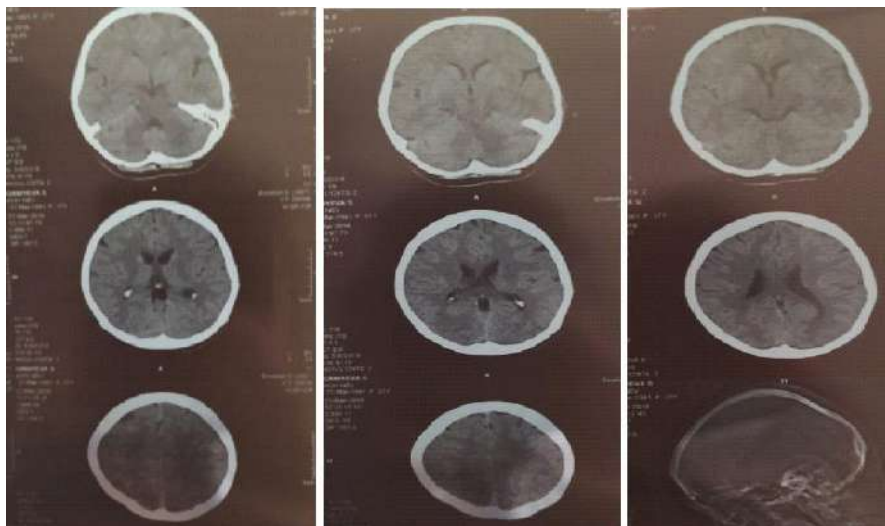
CT picture of IS with severe neurological deficit
